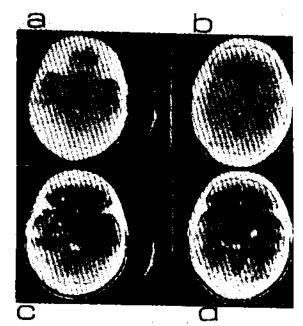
A-B. TC simple que muestra dos imágenes poco definidas ligeramente hiperdensas localizadas en el mescncéfalo y tálamo derecho.
